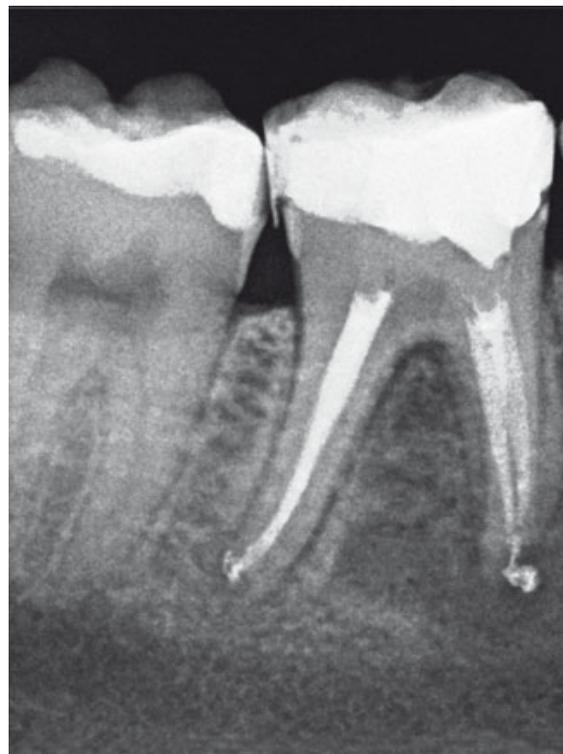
Röntgenkontrollaufnahme nach orthograde Revision und definitiver Füllung der Wurzelkanäle.
